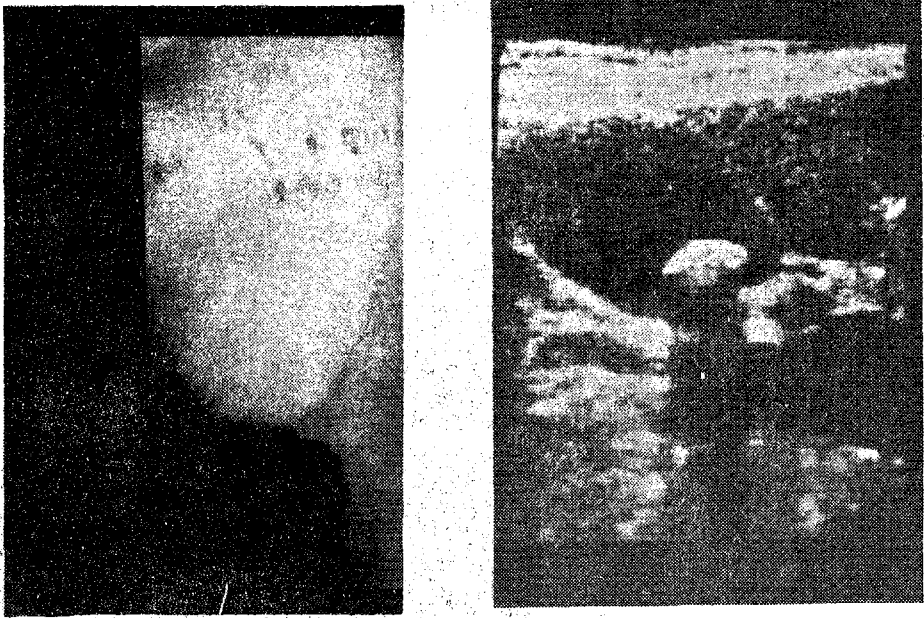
Vesícula normal en colecistografía, el gas intestinal se interpone sobre la vesícula; la ecografía demuestra claramente la litiasis.
